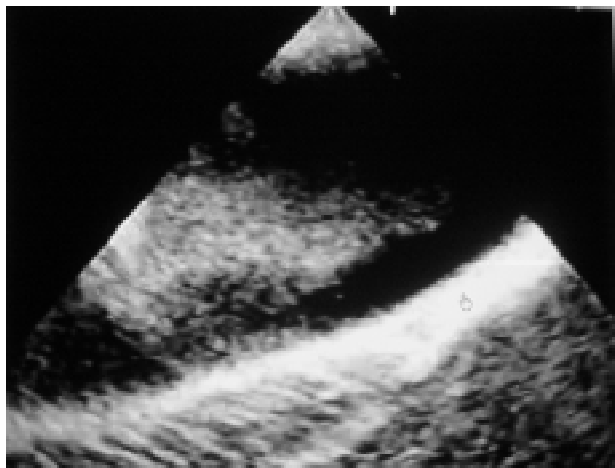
Ecocardiografia transesofágica.
